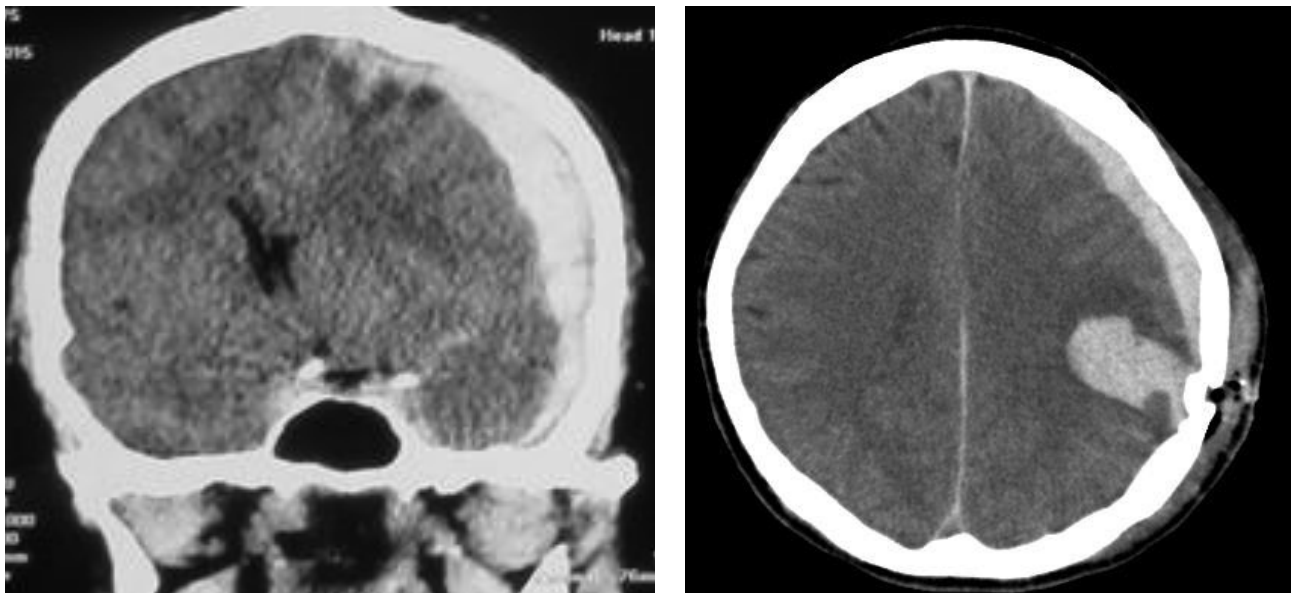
МСКТ-дослідження черепа і головного мозку пацієнта з вогнепальним непроникаючим дотичним черепно-мозковим пораненням, яке супроводжувалося внутрішньочерепними гематомами, аксіальний зріз: зліва – стиснення мозку в лівій лобно-тім'яно-скроневій ділянці субдуральною гематомою на тлі вогнищезового забою лівоїтім'яної частки, вдавнений перелом лівоїтім'яної кістки; справа – стиснення мозку в лівійтім'яно-скроневій ділянці субдуральною гематомою та внутрішньомозковою гематомою лівоїтім'яної частки на тлі вогнищезового забою лівоїтім'яної частки, вдавненого перелому лівоїтім'яної кістки
